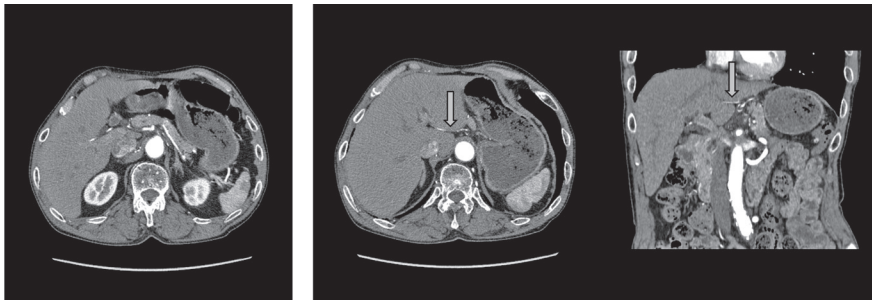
胸腹部造影CT検査：胃癌原発巣は指摘し得ず, 所属リンパ節腫大なく遠隔転移なし。左胃動脈より分岐する左副肝動脈(➡)を認める。
